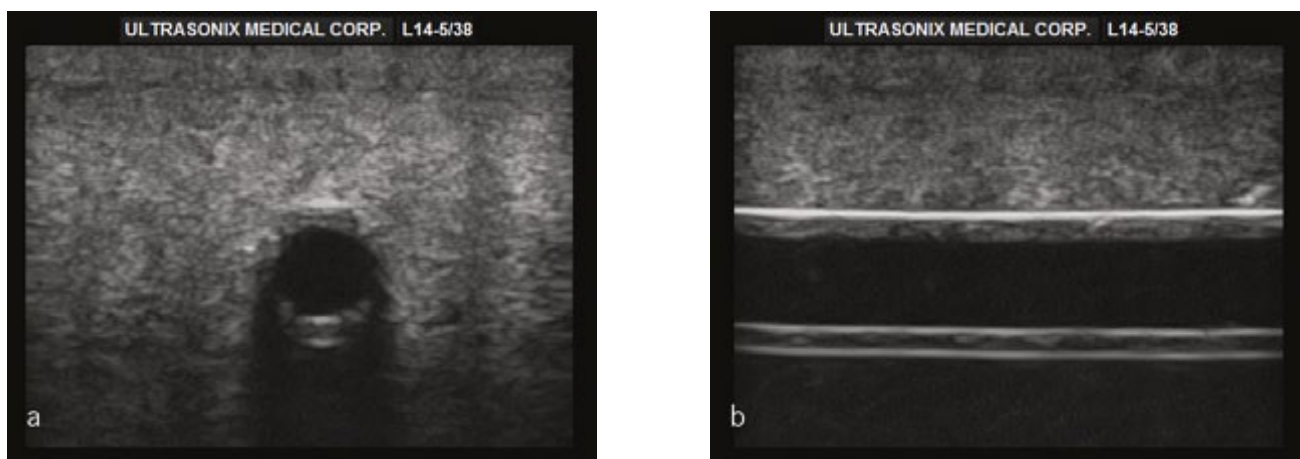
Image échographique du «vaisseau» a) en petit axe et b) en grand axe
